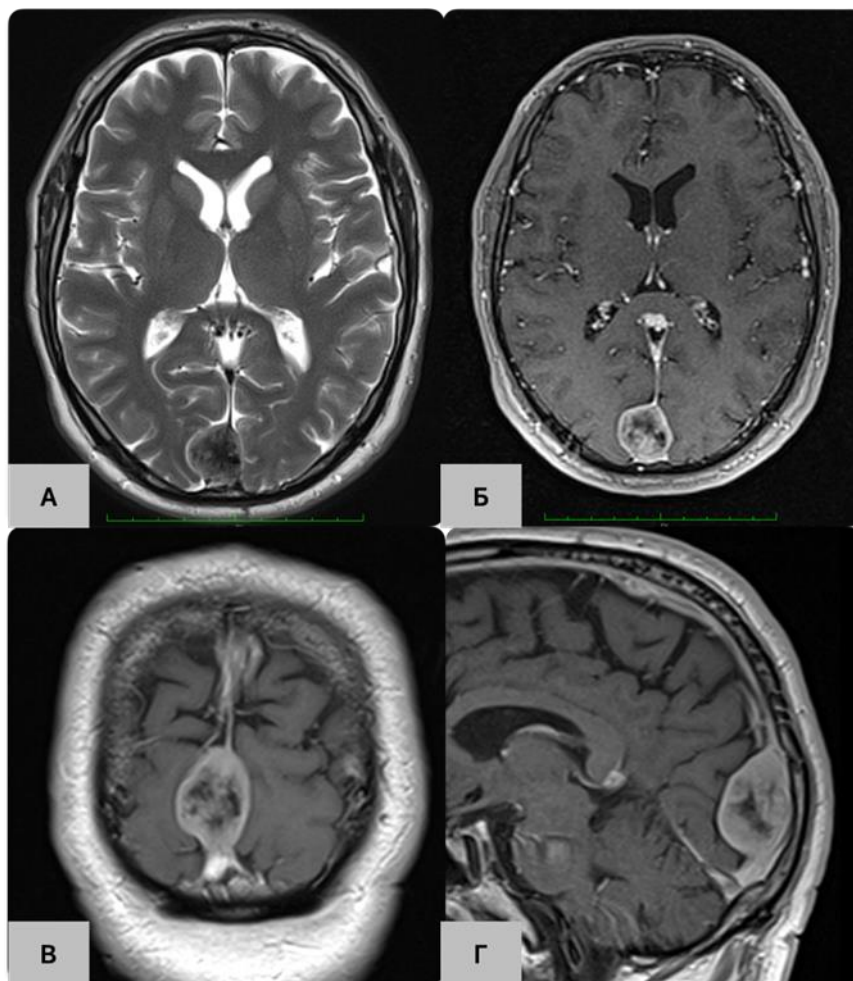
МРТ пацієнта з менінгіомою задньої третини стрілової пазухи (Sidrou IV) (А – аксіальна проекція, режим Т2 без внутрішньовенного (в/в) підсилення, Б – аксіальна проекція, режим Т1 з в/в підсиленням, В – коронарна проекція, режим Т1 з в/в підсиленням, Г – сагітальна проекція, режим Т1 з в/в підсиленням).
